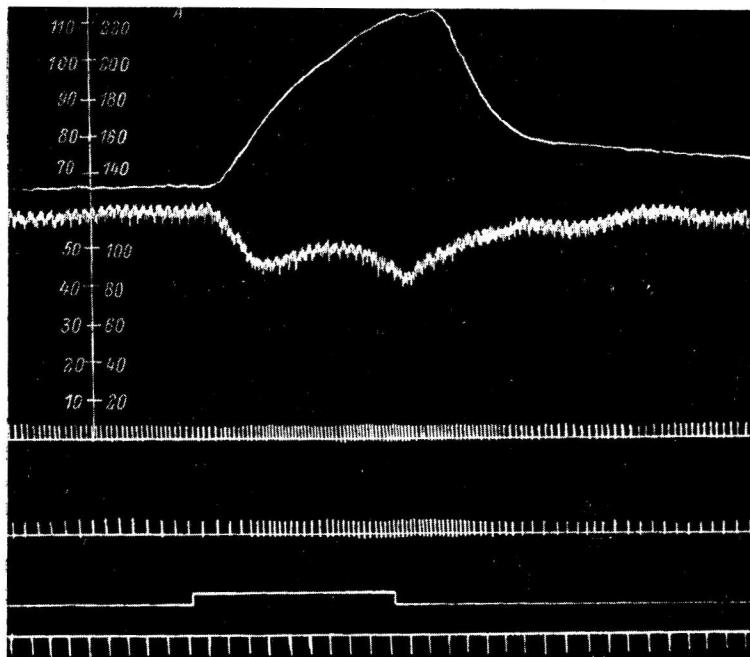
Влияние зажатия нижней полой (A), почечной (B) и бедренной (B) вен на артериальное и венозное давления и тонус перфузируемых вен.
